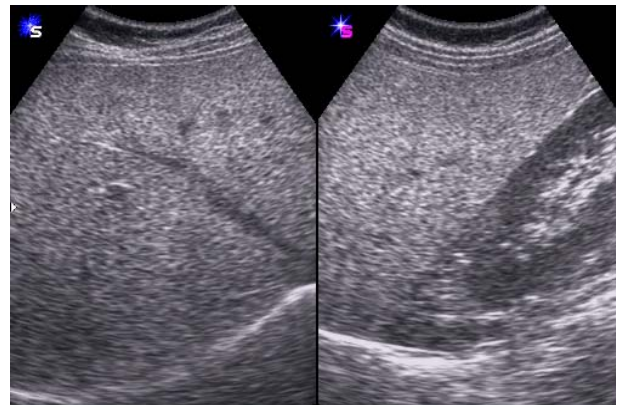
Grade II fatty liver by ultrasonography. moderate diffuse increase in echogenicity of the hepatic parenchyma with slightly impaired visualized diaphragm
